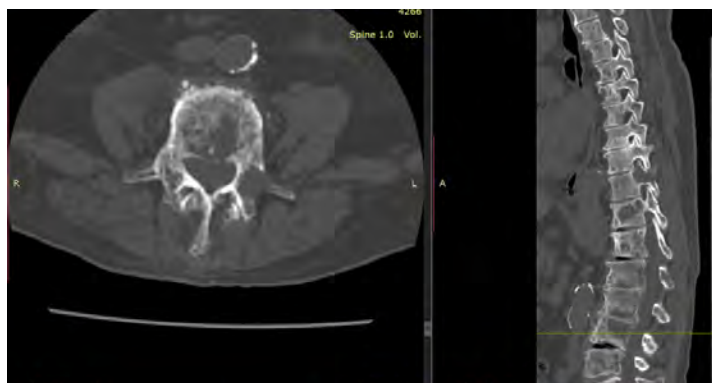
КТ позвоночника пациента Н., 61 лет, с множественной миеломой Th6, Th7, Th12, L1, L2, L3, L4, L5 позвонков (7 стадия по Tomita)
